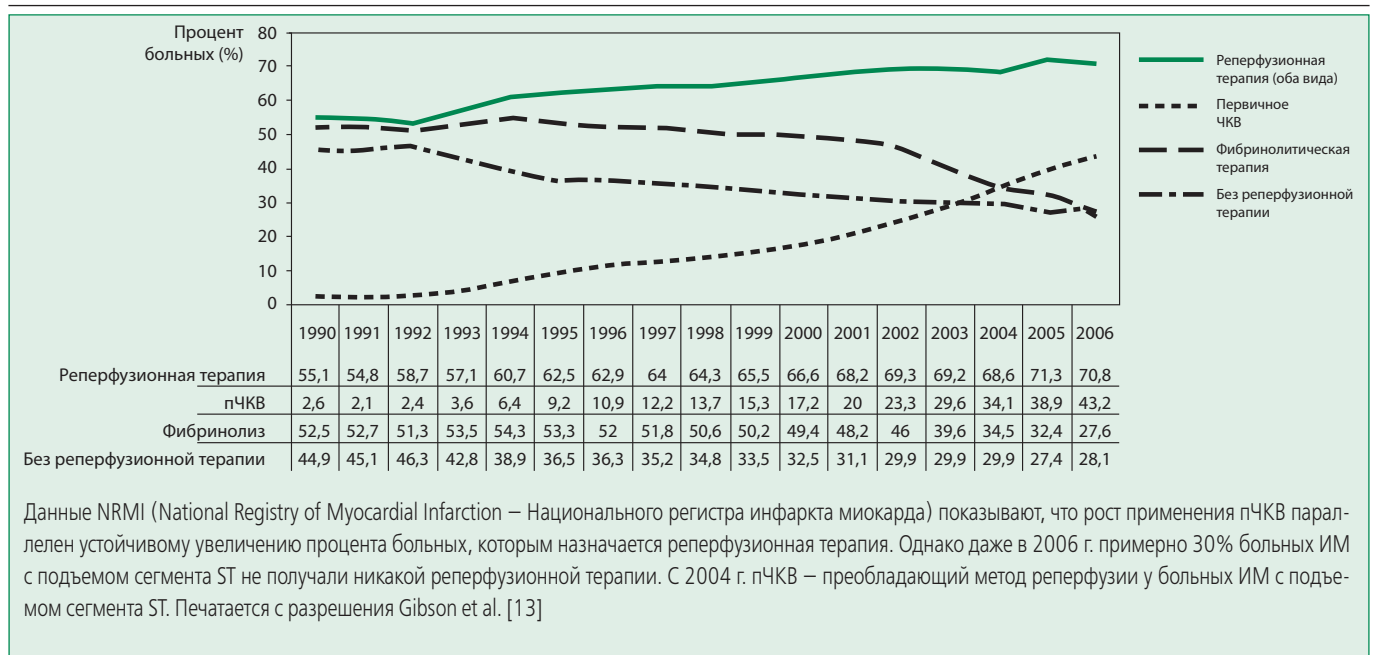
Динамика частоты использования разных типов реперфузионной терапии среди «подходящих» для нее больных (с 1990 по 2006 гг.)
